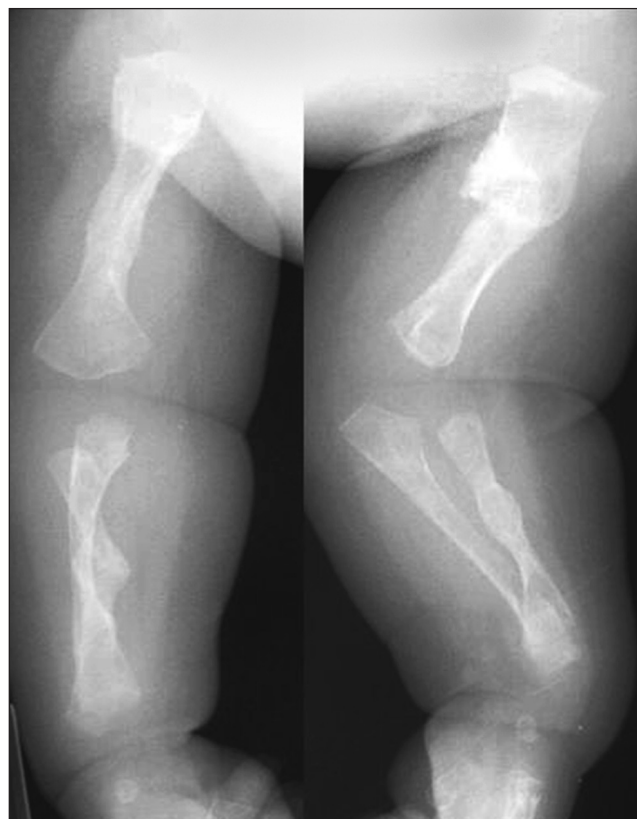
Рентгенологическая диагностика артрогрипоза
